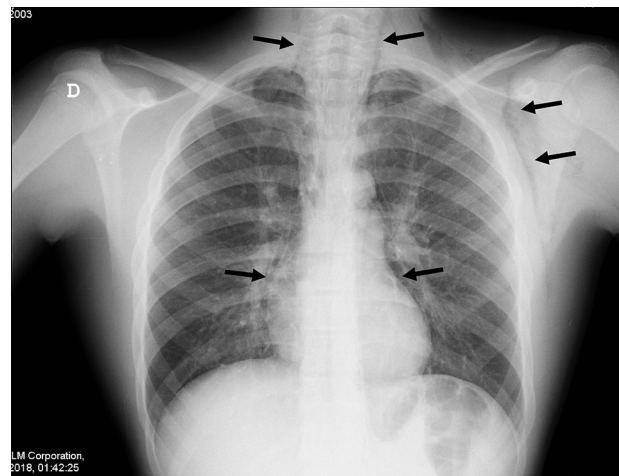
Radiografía posteroanterior donde se observa aire en el mediastino rodeando el corazón y penetrando en el cuello y la axila izquierda (causando el enfisema subcutáneo).
